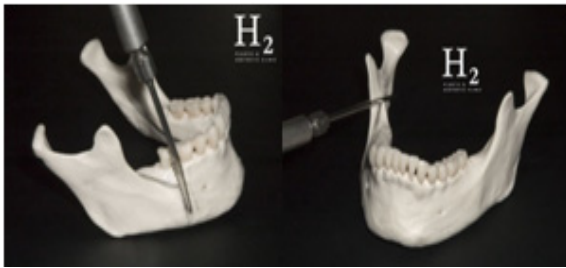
Temporomandibular surgery using ultrasonic bone surgical instruments.
